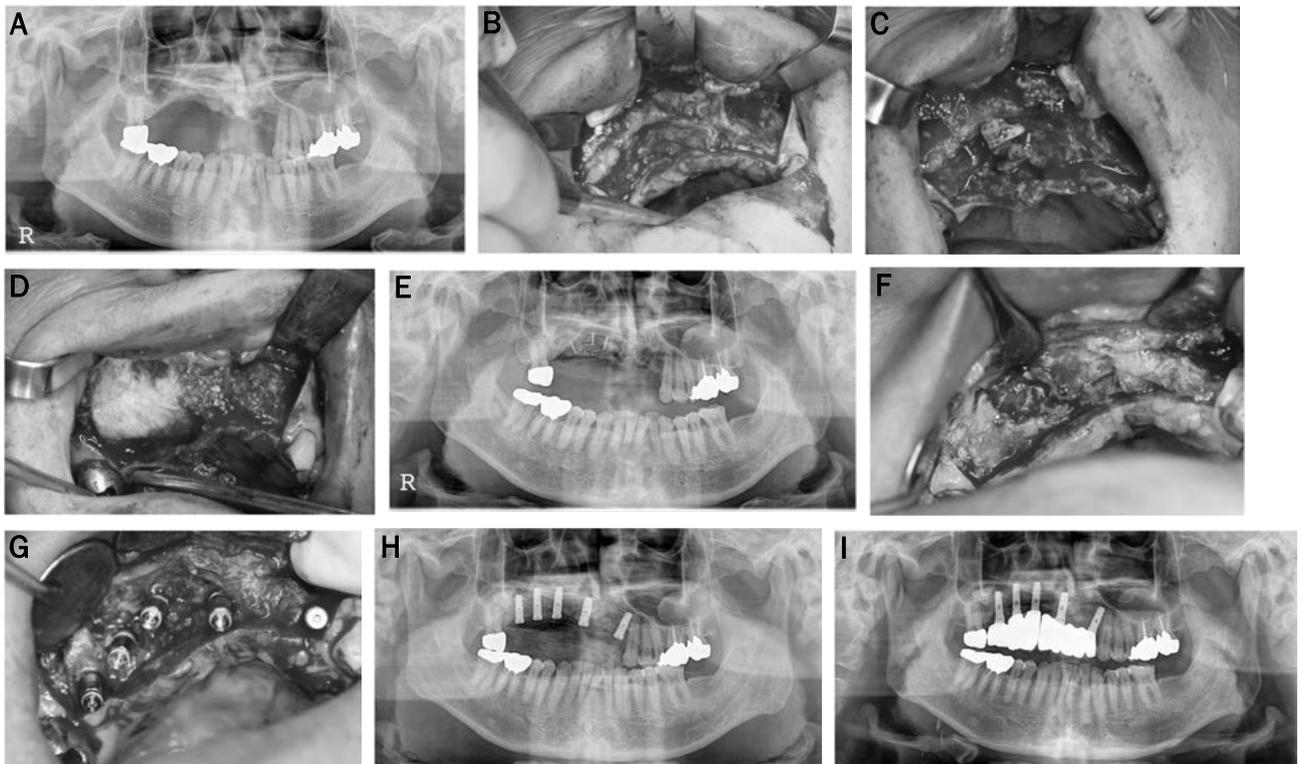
Ridge augmentation using family and autogenous tooth bone graft material was performed in 52-year old male patient. (A) Initial panoramic radiograph. Right maxillary alveolar bone defect is observed. (B) Mucoperiosteal flap was elevated. Severe horizontal and vertical alveolar bone defects were observed. (C) Family tooth bone block was grafted and fixed using titanium screws. Two tenting screws were installed for vertical ridge augmentation. (D) Vertical and horizontal ridge augmentation were performed using autogenous tooth and family tooth bone graft material and autogenous ramus bone. Resorbable collagen membrane was covered. (E) Postoperative panoramic radiograph. (F) Mucoperiosteal flap was elevated for implant installation 4 months after ridge augmentation. (G) Five implants (Osstem US III) were installed. Primary stability was excellent. (H) Postoperative panoramic radiograph after implant placement. (I) Panoramic radiograph 11 months after prosthetic loading. Mean 3.5-mm marginal bone loss was developed around the #13, 15 implants.
